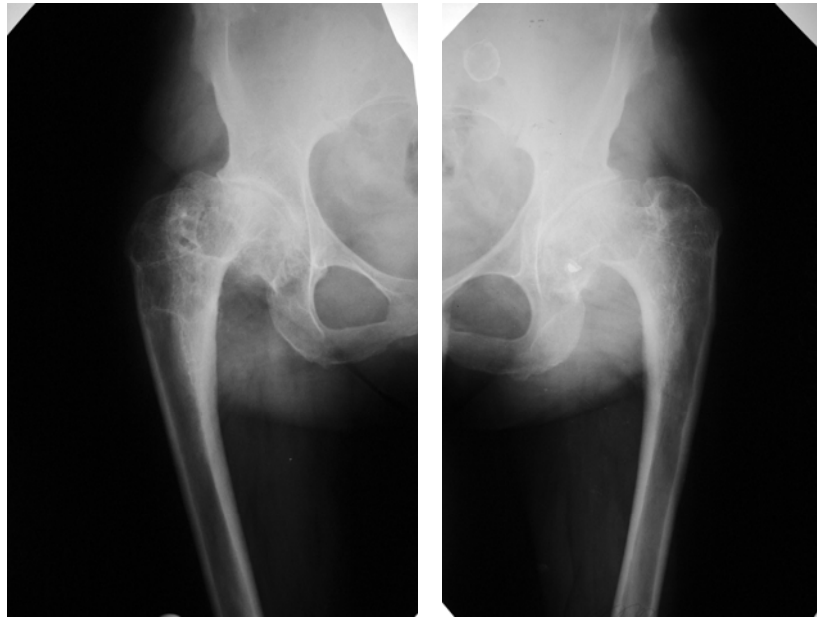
Рентгенологічне (а) та іридобіомікроскопічне (б) дослідження хворої Т., 68 років. Д-з: правобічний диспластичний коксартроз IV ст. Початок захворювання з 62 річного віку. Диспластичний коксартроз виявлений рентгенологічно випадково. Ступінь щільності РО – 3, повільна форма перебігу, ДСТ I ст.
